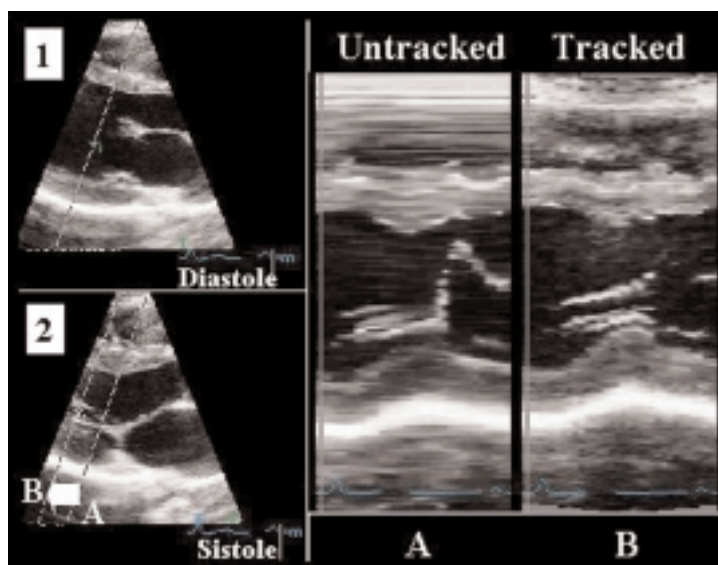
Effetto del tracking sulla ricostruzione M-mode del ventricolo sinistro nella sezione parasternale asse lungo. L'immagine 1 si riferisce al frame telediastolico in cui la linea di analisi M-mode è stata posizionata in modo da ottenere la corretta ortogonalità con l'asse lungo del ventricolo sinistro. L'immagine 2 mostra il frame telesistolico con due diverse linee di analisi. La linea A è la stessa dell'immagine precedente ed è rimasta ferma durante il ciclo cardiaco mentre il ventricolo sinistro si è spostato sotto di essa a causa della contrazione del cuore. La linea B, al contrario, pur mantenendo la stessa inclinazione, è spostata verso l'apice in quanto la sua posizione è stata progressivamente "aggiornata" (tracked) durante la sistole "seguendo" lo spostamento della base del cuore verso la punta. Le due immagini M-mode a destra mostrano la ricostruzione dei segmenti basali del ventricolo sinistro ottenuti con le due modalità ora descritte. Come si può notare, nella ricostruzione ottenuta con il tracking le pareti miocardiche appaiono meglio delineate.
